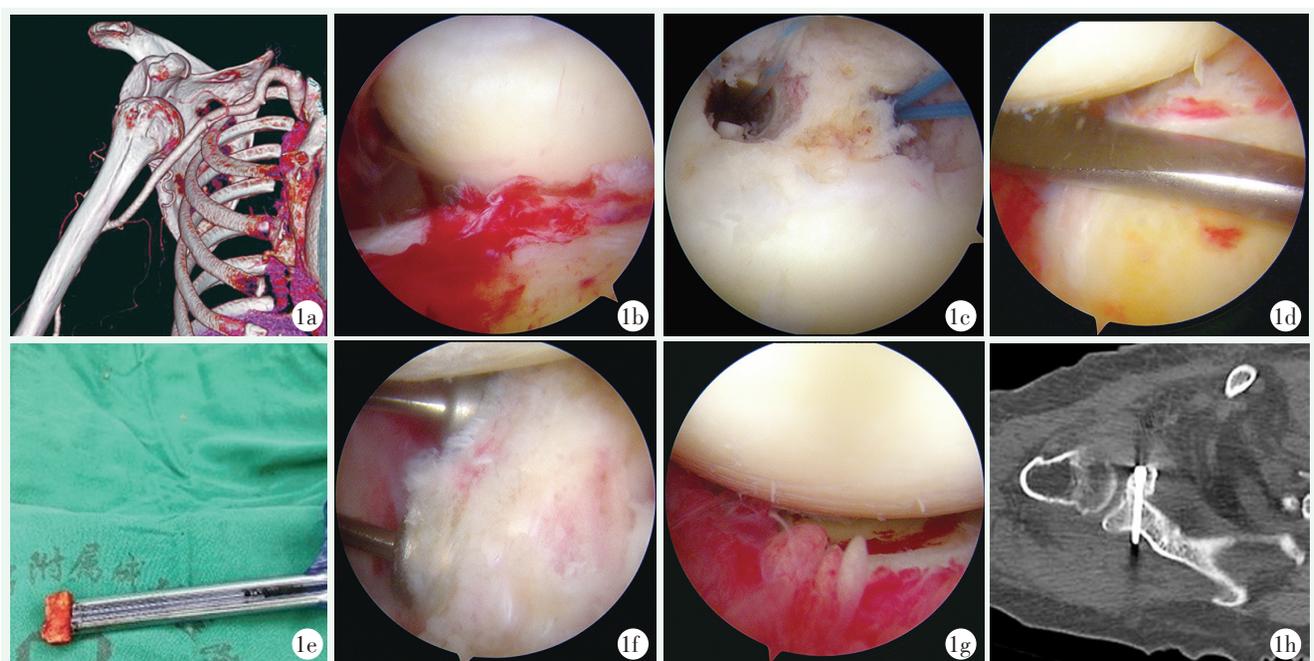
患者，女，75岁，右孟肱脱位时间45 d 1a: 术前CTA三维成像显示孟肱前脱位，肱骨头与血管的关系 1b: 后入路关节镜下肱骨头卡于前方孟唇 1c: 后方Hill-Sachs置入锚钉冈下肌填塞 1d: 骨膜剥离尺撬拨复位肱骨头 1e: 准备髂骨块，置于置入器备用 1f: 通过肩胛下肌下，将髂骨块植于孟的前下方，用螺钉固定 1g: 复位后的孟肱关节，紧缩缝合前方的关节囊，镜下见孟肱对合良好 1h: 术后CT横切面影像显示植入骨块位置良好，孟肱关节对合良好
